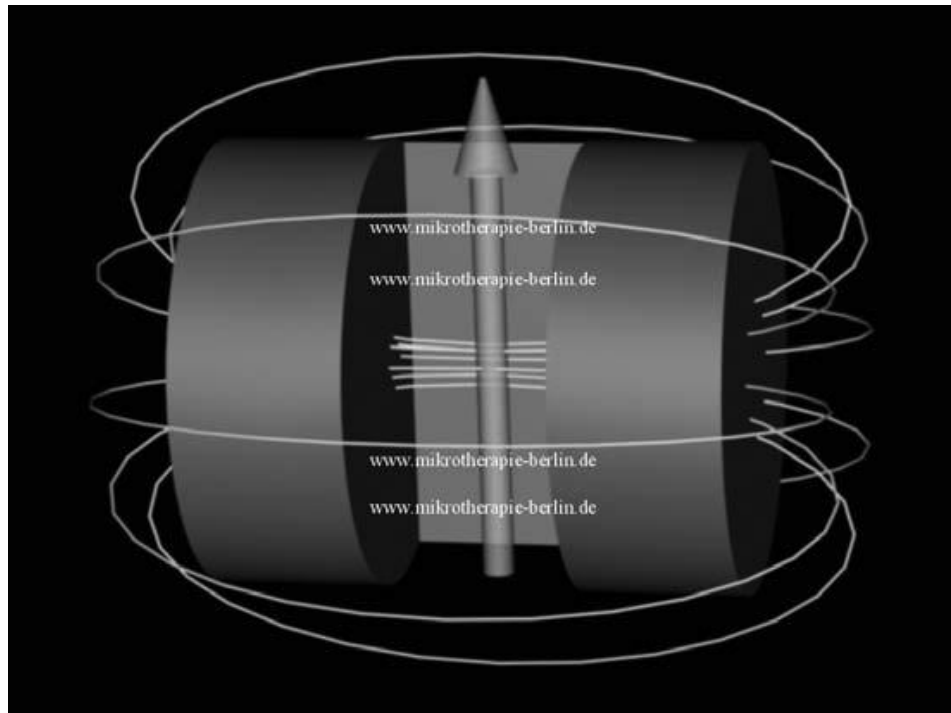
Kurzes Tunnelsystem eines herkömmlichen MRT mit einem röhrenkonfigurierten Magneten mit Darstellung des Magnetfeldes (HellgraueLinie). Abbildung der AG offenes MRT der Charité Berlin
